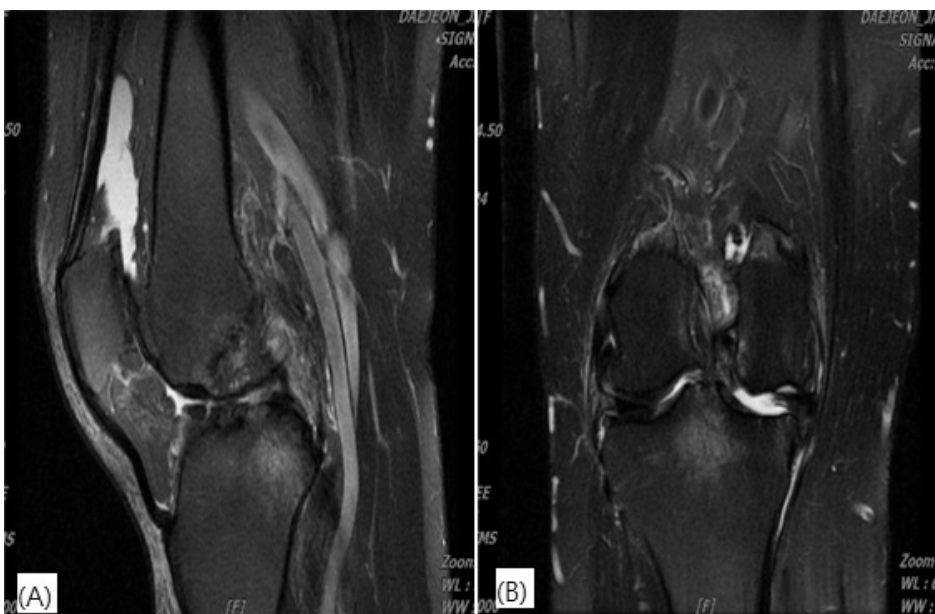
MRI of Right knee T2. (A) Sagittal view, (B) Coronal view.
